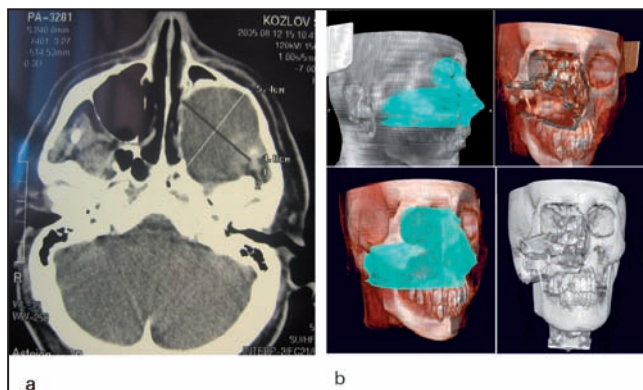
а – КТ-грамма лицевого скелета пациента; б – виртуальное планирование операции для определения объема резекции и условий проведения ИОРТ.
